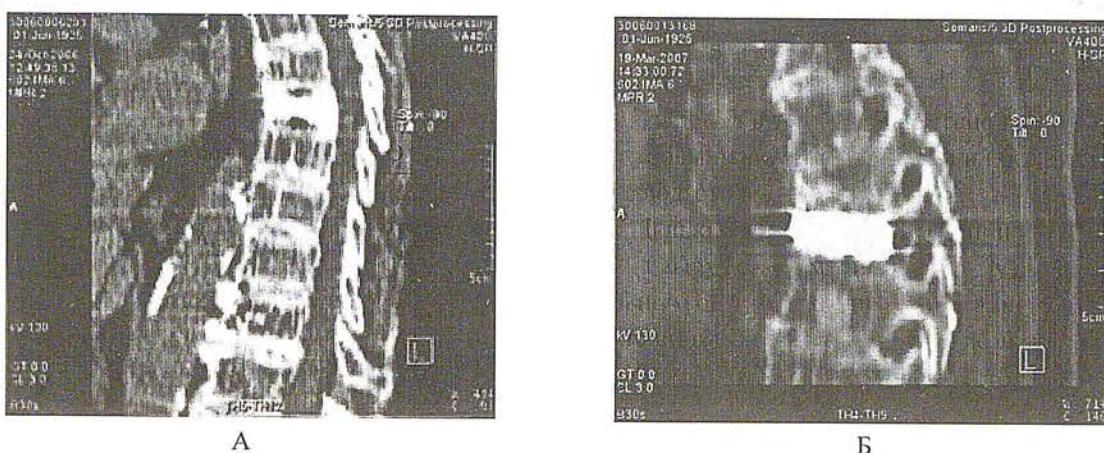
Компьютерная томография грудного отдела позвоночника, боковая проекция, состояние после вертебропластики тела Th VII позвонка: А – от 24.10.2006 г.; Б – от 19.03.2007 г., компрессионный перелом тела вышележащего ThVI позвонка
